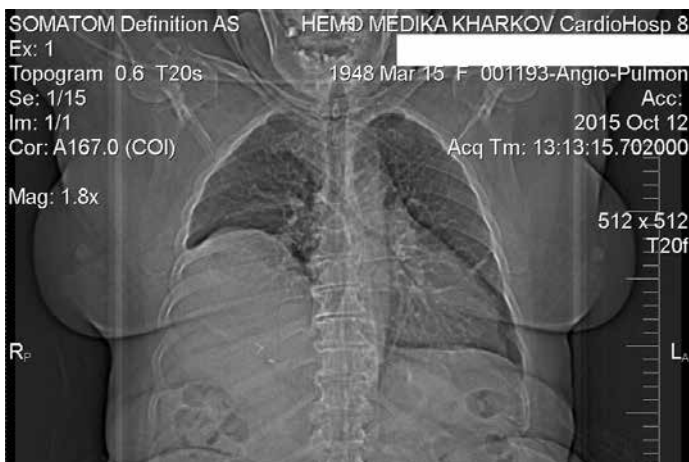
Компьютерная томография органов грудной клетки больной К. (66 лет) с дисфункцией правого купола диафрагмы
